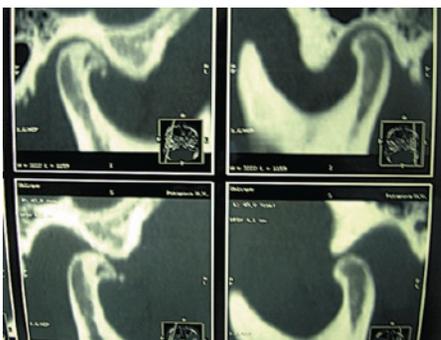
КТ пациентки Н. при закрытом и открытом рте
